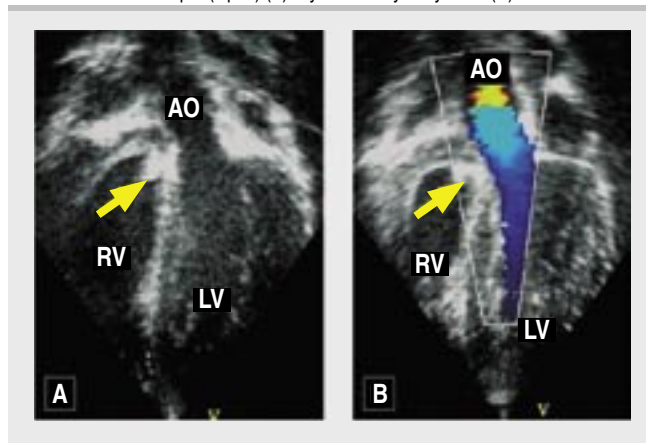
Transezofageální echokardiografický obraz defektu komorového septa (A). Zkratový tok přes defekt (B) – barevný Doppler. Implantovaný okluder (C)
